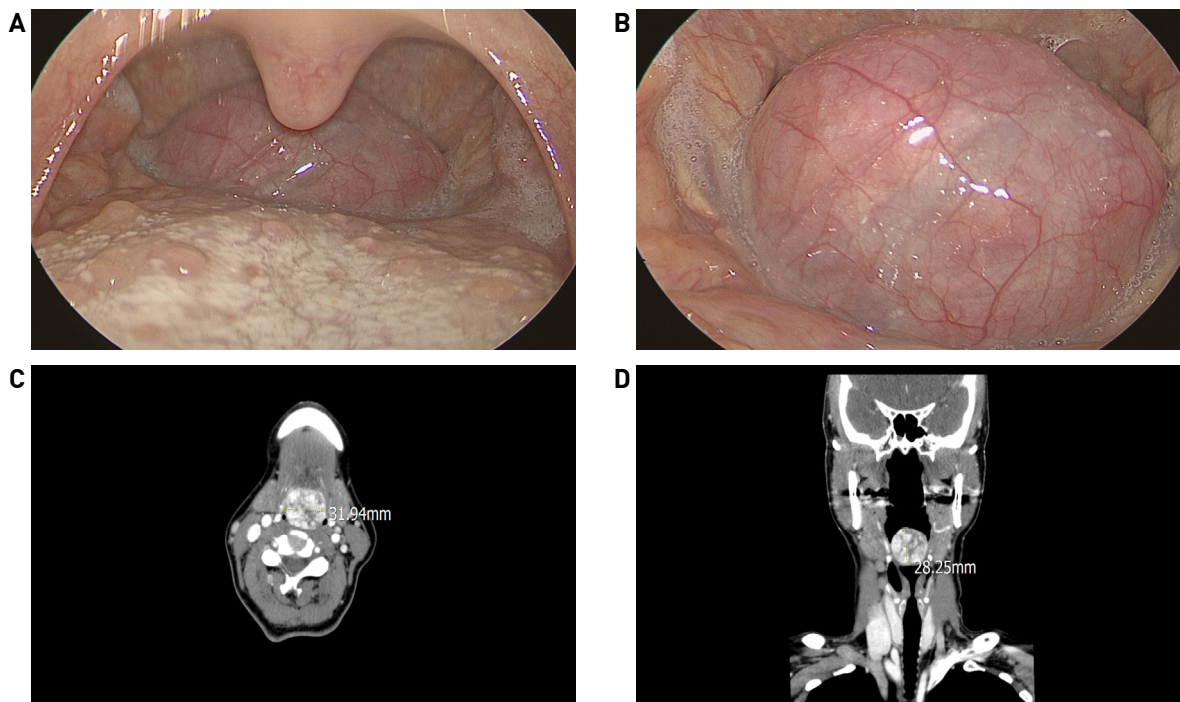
Endoscopic view of the oropharynx at initial outpatient clinical visit. (A) 70° Rigid laryngoscopic examination revealed a tumor in the vallecula, (B) Flexible fiber-optic laryngoscopic examination revealed the same tumor. (C),(D) Enhanced CT scan depicted a well-defined ovoid strong heterogeneous enhancing lesion between midline tongue base and epiglottis.
